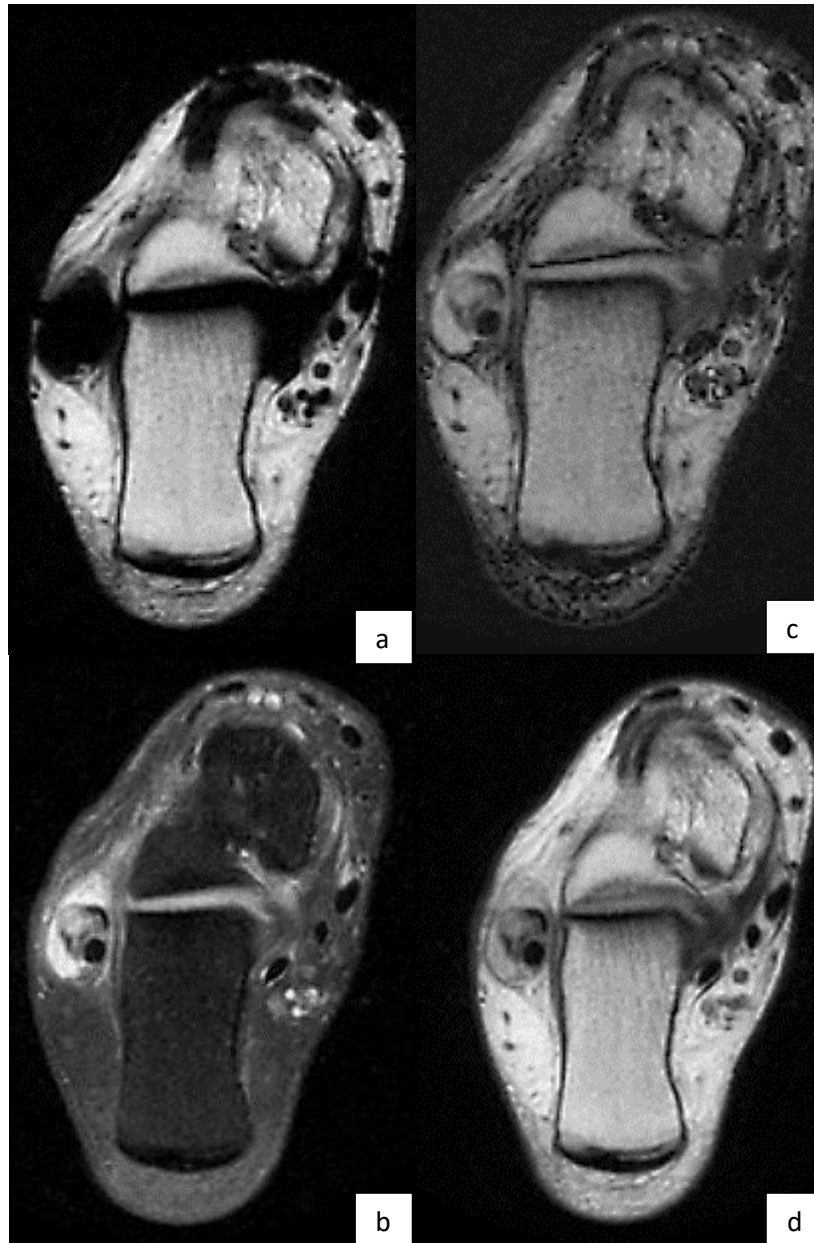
IRM de cheville droite en vue axiale : Séquence T1 IDEAL FSE post injection
